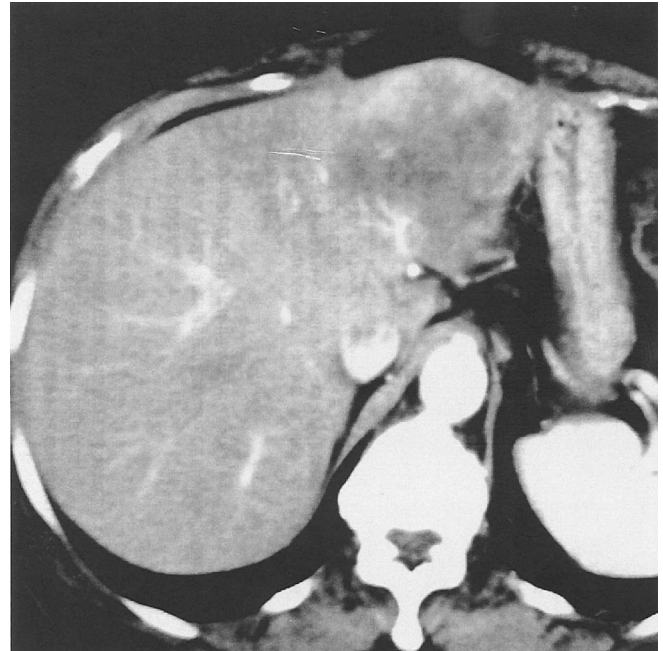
Abdominal CT before the first hepatectomy A huge mass was found in the left lobe of the liver
